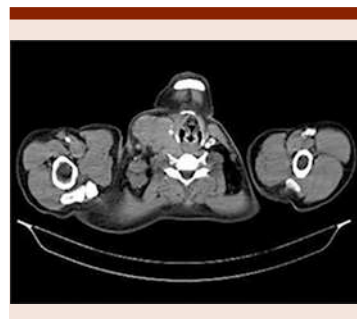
TAC simple y contrastada de cuello. En hemicuello derecho se observa gran tumoración de bordes lobulados, con pequeños vasos que irrigan el tumor, mide en toda su extensión aproximada 145x80x84 mm con volumen de 509 cc.
